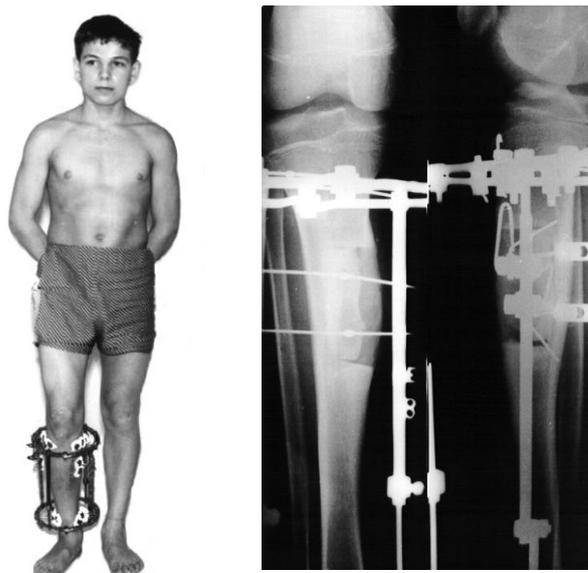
Больной П. и его рентгенограммы в процессе остеосинтеза
